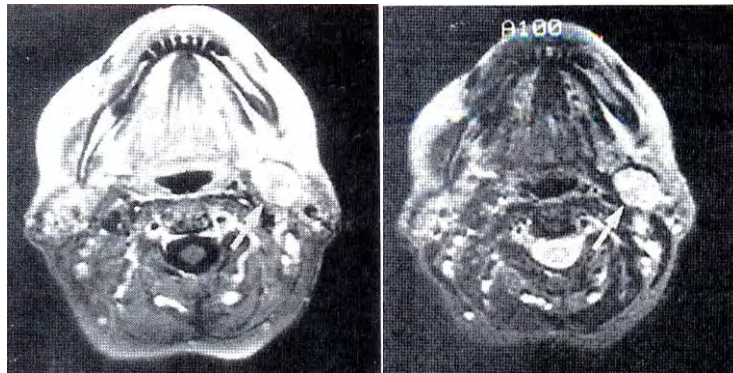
Resonancia magnética.²⁴
